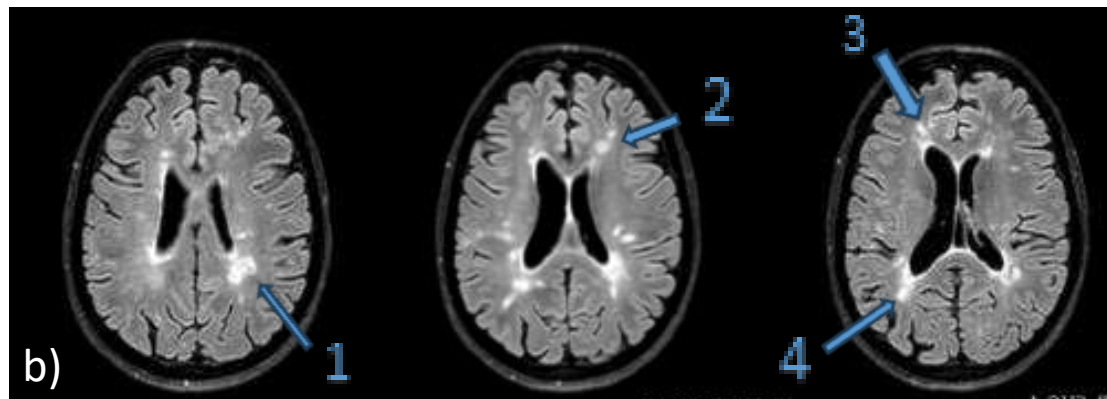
Comparación de detectabilidad de lesiones de la RM portátil de bajo campo (a) con la RM comercial de alto campo (b).
